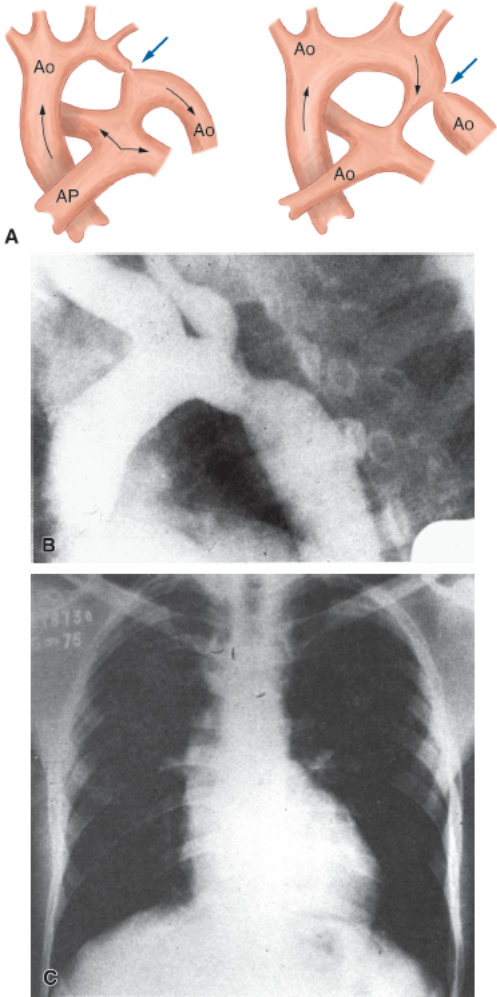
Coarctação da aorta (Ao). A. Representação esquemática dos 2 tipos de coarctação: pré-ductal e pós-ductal. B. Aortografia mostrando a coarctação. C. Radiografia de tórax vendo-se as lesões das costelas. AP: artéria pulmonar.
